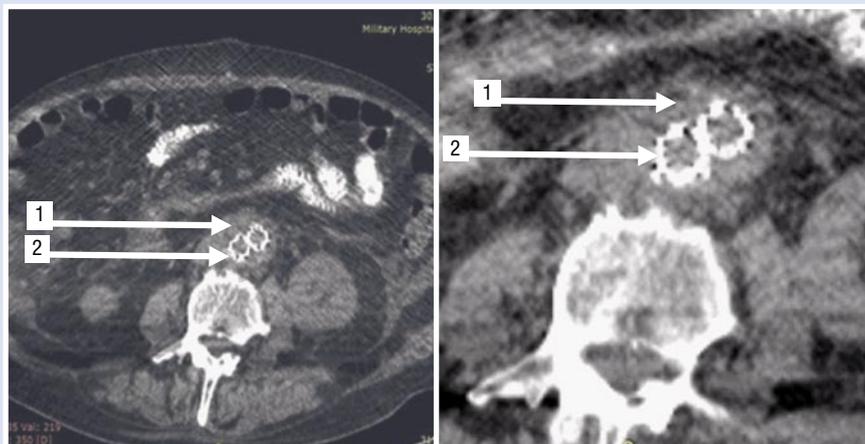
Контрольная КТ на 14-е сутки после повторной операции. 1 — парапротезная клетчатка; 2 — бранши эндопротеза.
